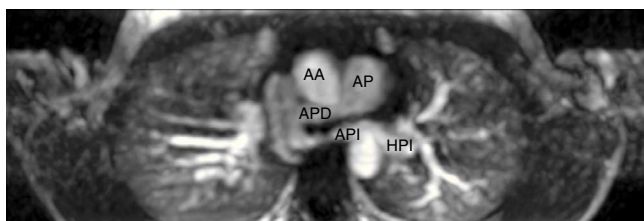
Imagen RMN cardíaca (corte transversal). Trayecto que describe la arteria pulmonar izquierda desde su nacimiento en la rama derecha hacia el hilio pulmonar izquierdo. AA: arteria aorta, AP: arteria pulmonar; APD: arteria pulmonar derecha; API: arteria pulmonar izquierda; HPI: hilio pulmonar izquierdo.
